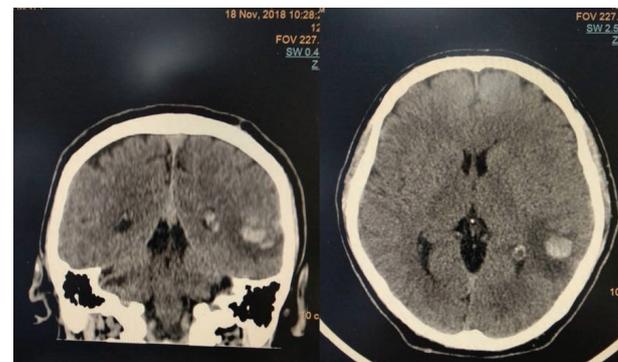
МСКТ головного мозга пациента Ю. от 18.11.18 г.
